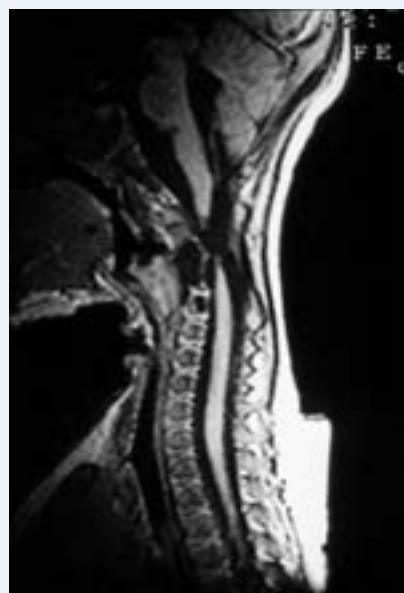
Resonancia magnética medular que evidencia estenosis medular a nivel cervical.
